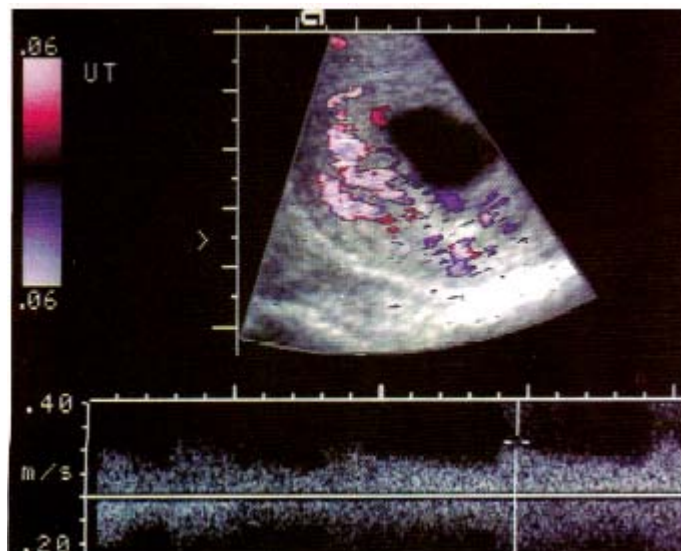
Esta estructura con forma de saco tiene un diámetro promedio de 28 mm, que no contiene al saco vitelino ni al embrión, y una ausencia del signo del saco de la doble decidual. El tejido circundante era anormalmente delgado y sólo débilmente ecogénico. Estos hallazgos sugirieron el fracaso del embarazo, aunque no podía excluirse la presencia de un saco pseudogestacional. El Doppler puede ser útil para distinguir entre estas dos entidades <sup>(272)</sup>.*
